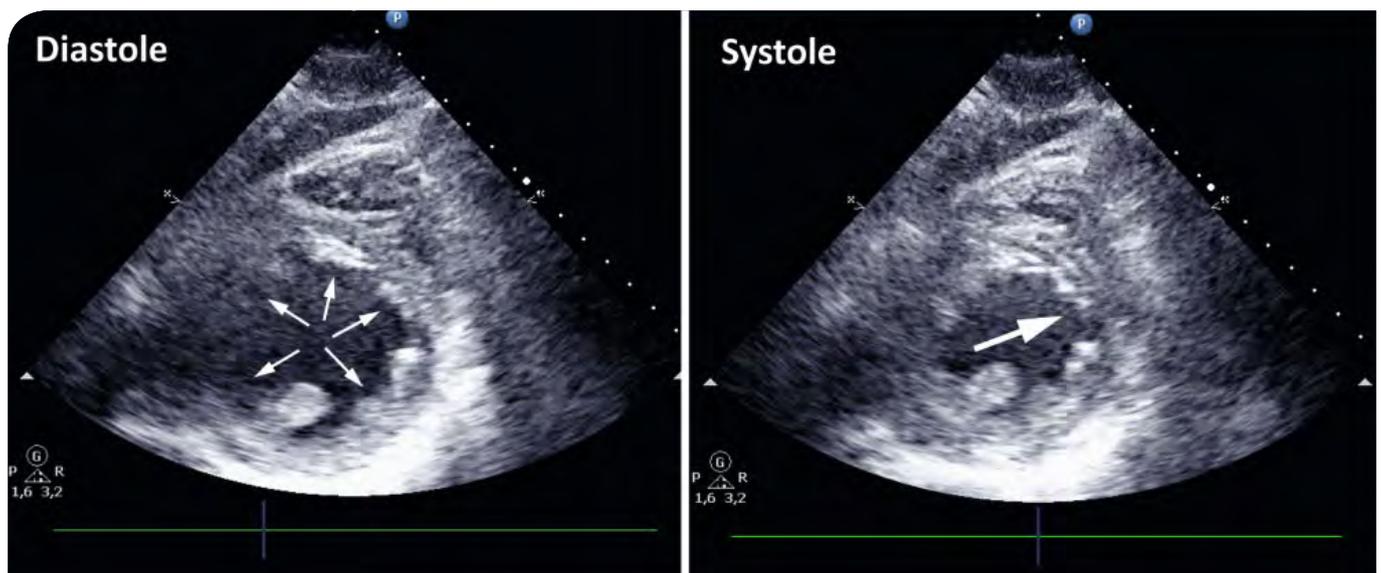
Untersuchung des Herzens mittels Stress-Echokardiographie. Ebenso wie bei Abb. 3 ist ein Schnittbild quer durch die linke Herzkammer gezeigt. Die Muskelwand der linken Kammer stellt sich deshalb wie ein Ring dar (Pfeile links). Im Vergleich von Diastole (Entspannungsphase des Herzschlags, links) zur Systole (in der die linke Herzkammer zusammengezogen ist) zeigt sich, dass ein Teil des Herzmuskels an der Einwärtsbewegung nicht teilnimmt, sondern zurückbleibt (Pfeil rechts). Dies weist auf eine Durchblutungsstörung hin.
